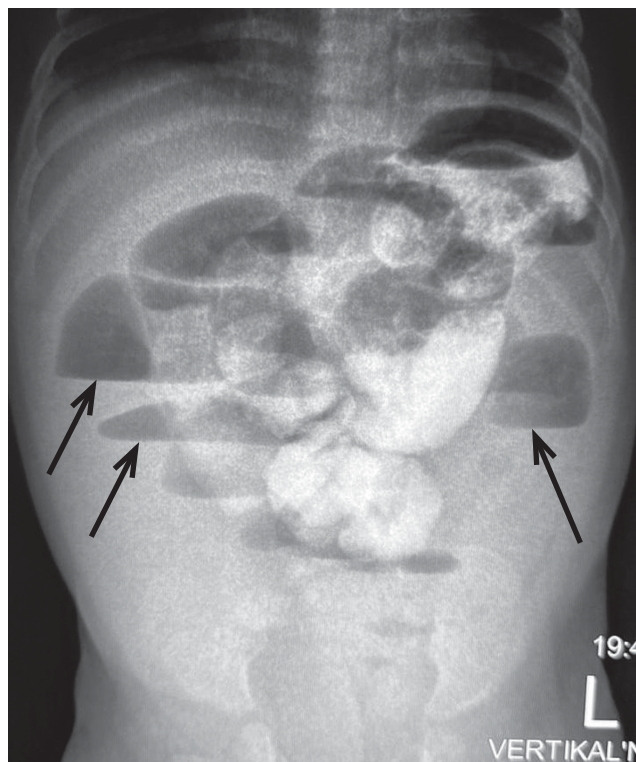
Рентгенография желудочно-кишечного тракта с контрастом: признаки тонкокишечной непроходимости (стрелки).
